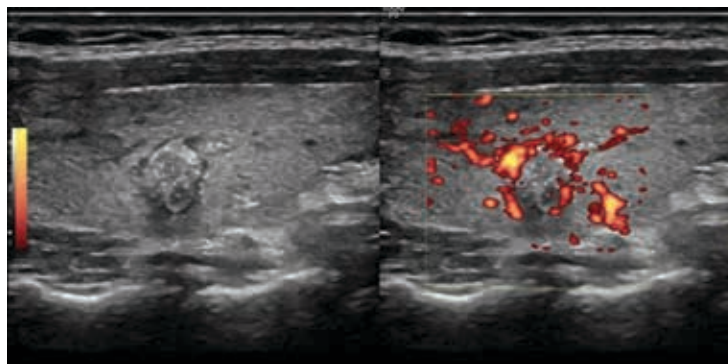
УЗИ ЩЖ, В-режим (продольный скан) и режим ЭДК. Узел правой доли ЩЖ размерами 8×8×9 мм, изоэхогенный, неоднородный, «высота > ширины», с неровными контурами, с множественными микрокальцификатами, гиперваскулярное. TI-RADS5 (Папиллярный рак ЩЖ)
